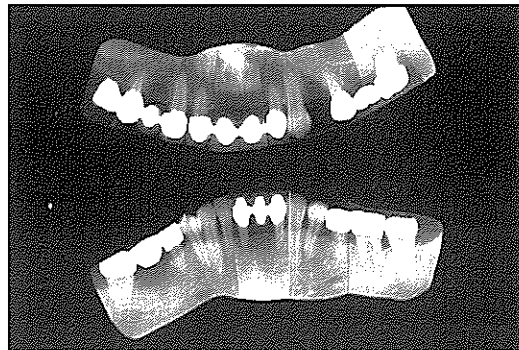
b) 치료 후 31개월의 방사선사진. 치료전 방사선사진과 비교할 때 #27을 제외한 나머지 치아에서는 골수준의 변화가 관찰되지 않는다.
